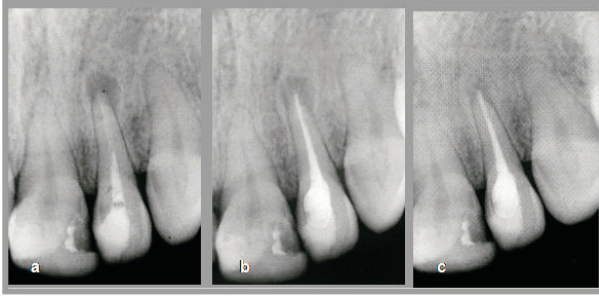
a) 24 nolu dişin teşhis radyografisi b) manuel yöntemle uzaklaştırmayı takiben yenilenen kök kanal dolgusu c) post-kor restorasyon ve 6 ay sonra lezyonda belirgin küçülme.
